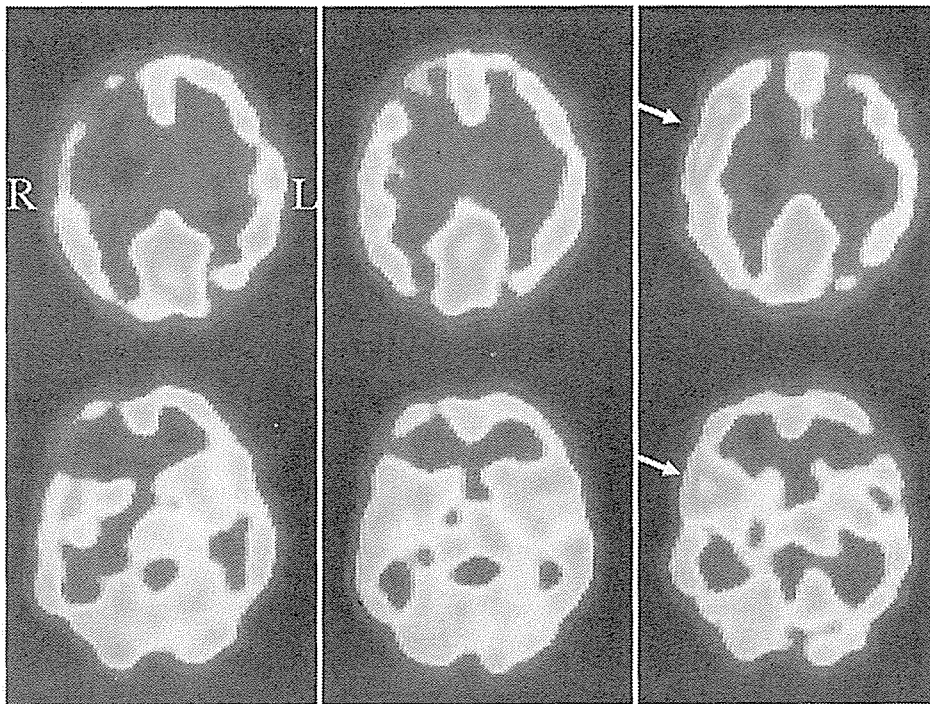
Case 5. ^{123}I -HMP-SPECT scans before surgery (A) and 1 (B) and 7 days (C) after surgery. Mild increase in CBF was detected on the side of anastomosis 1 day after surgery. The focal intense increase in CBF at the site of anastomosis (arrows in C) was evident 7 days after surgery, in accordance with the manifestation of dysarthria and facial palsy. R: right, L: left
